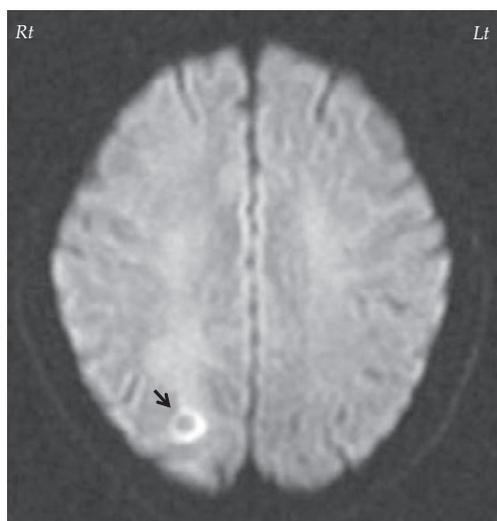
An axial diffusion weighted magnetic resonance image of the brain obtained 12 days after TMP-SMX administration demonstrates that the core of the lesion has isointensity surrounded by a ringlike hyperintensity area.
